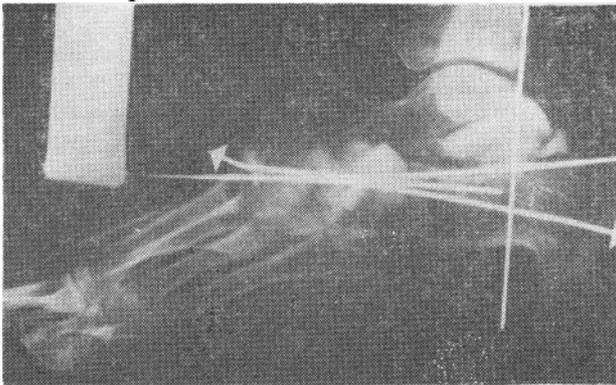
Боковая рентгенограмма в процессе лечения
